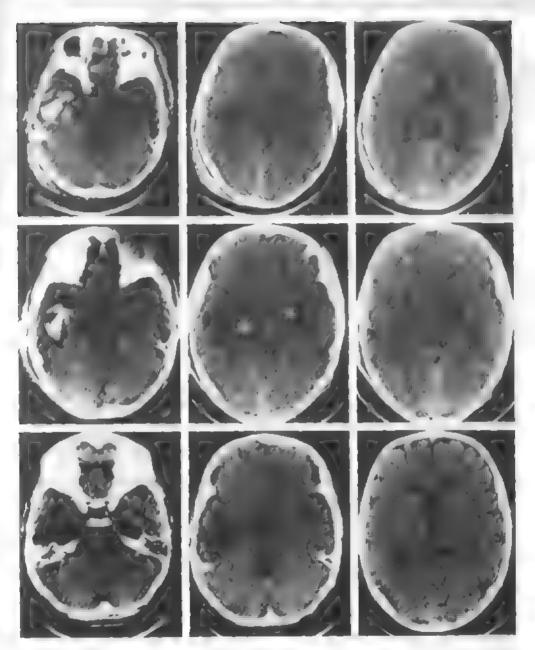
Компьютерные томограммы. Очат размозжения в височной доле сприы. Консервативное лечение.
